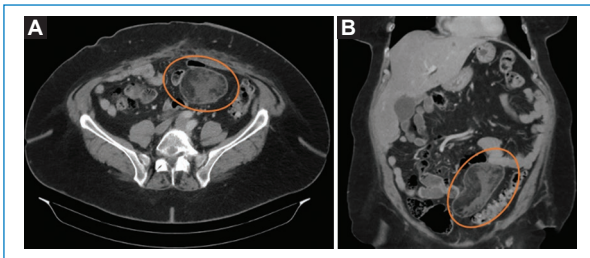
Mujer de 57 años con antecedentes de diabetes tipo 2, obesidad, embolia pulmonar y carcinoma de células escamosas originado en un teratoma ovárico, tratado mediante histerectomía total con salpingo-ooforectomía bilateral, omentectomía y linfadenectomía pélvica y paraaórtica. Acudió al servicio de urgencias por dolor abdominal secundario a una hernia ventral encarcerada. Fue sometida a cirugía urgente con hernioplastia y dermolipectomía. A y B: la tomografía computarizada postoperatoria, realizada debido a molestias abdominales persistentes, reveló una lesión grasa bien encapsulada de aproximadamente 12 × 8 cm en la cavidad abdominal anterior, con cambios inflamatorios sugestivos de infarto omental (círculos).
